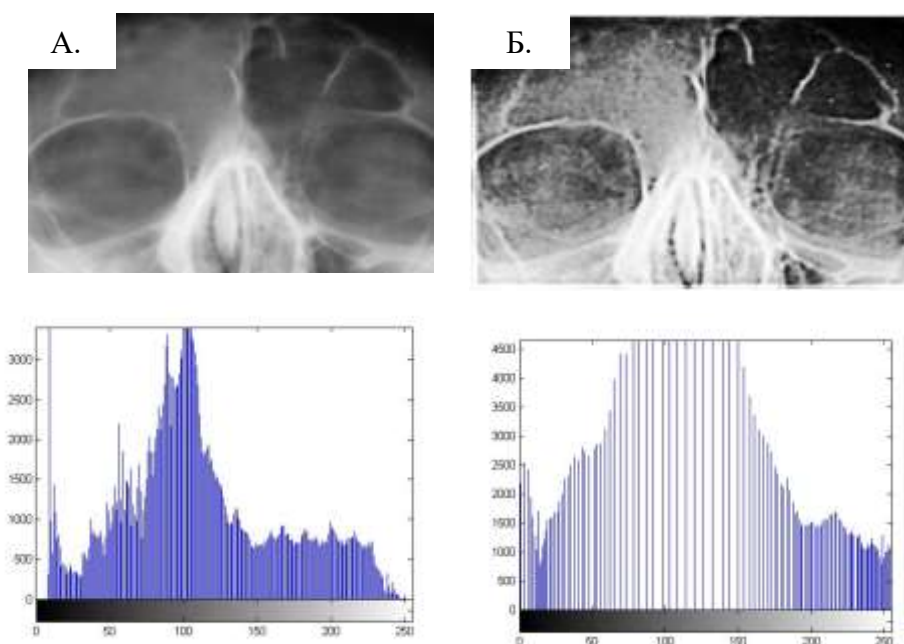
Рентгенограмма пациента с односторонним воспалением лобных пазух: А - исходное изображение и его гистограмма; Б- изображение и гистограмма после эквализации результата фильтрации с усилением высоких частот
